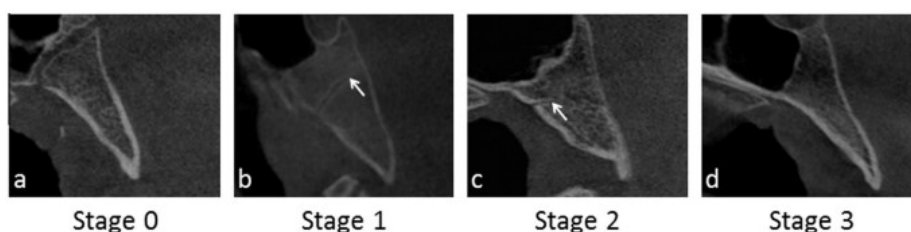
Representação radiológica do sistema de 4 estádios de fusão da SEO adaptado de Franklin e Flavel (2013) por Sinanoglu et al. (2016). Estão presentes cortes sagitais de imagens CBCT da sincondrose eseno-occipital e dos seus vários estádios de fusão. Retirado de Sinanoglu et al. (2016) e reproduzido com autorização da editora Elsevier.
